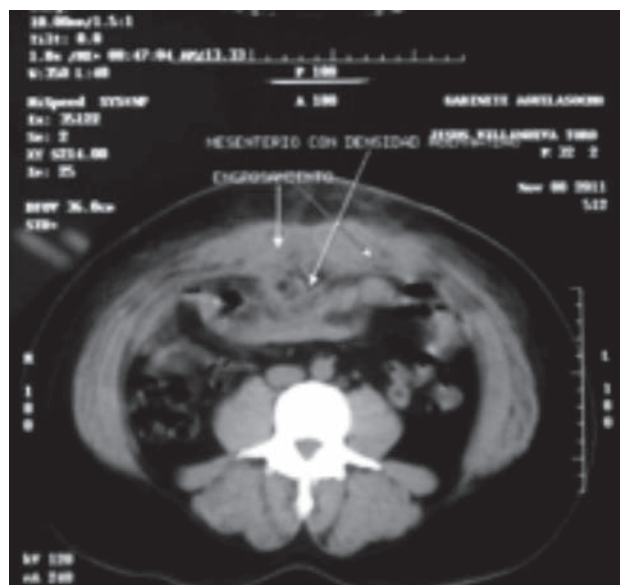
TAC con engrosamiento de la pared abdominal sin participación visceral.
